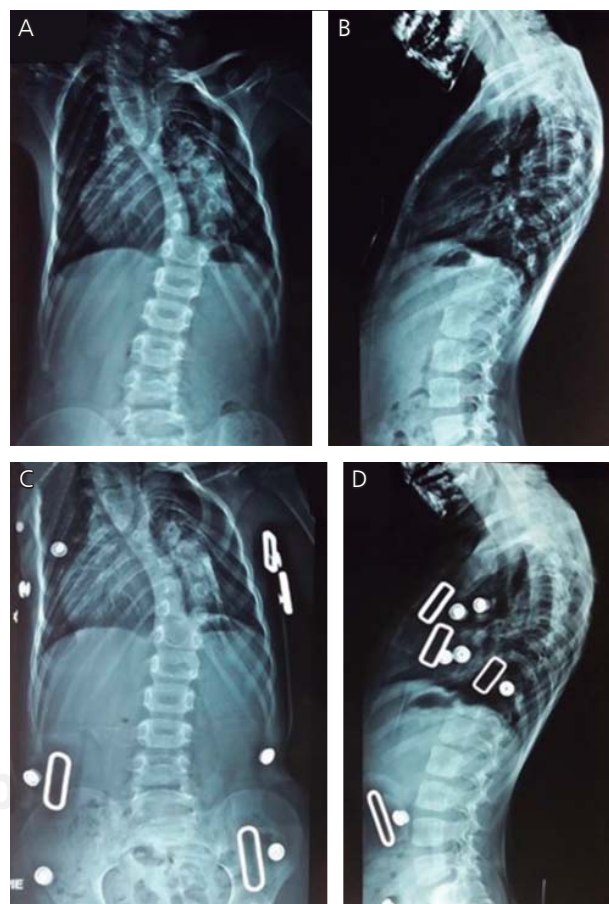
Radiografías anteroposterior (A, C) y lateral (B, D) tomadas a los seis años de edad. Se observa pérdida del balance pélvico con rotación vertebral, en la comparación sin corsé (imagen de arriba) e incluso con el corsé (imagen de abajo).
